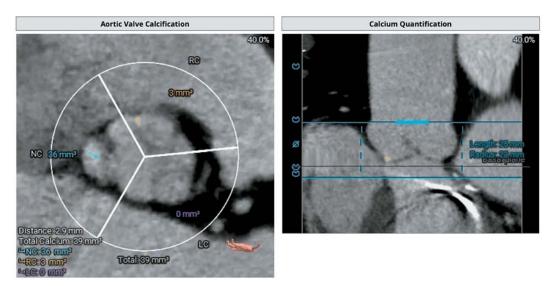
Valve calcification status on CT.
